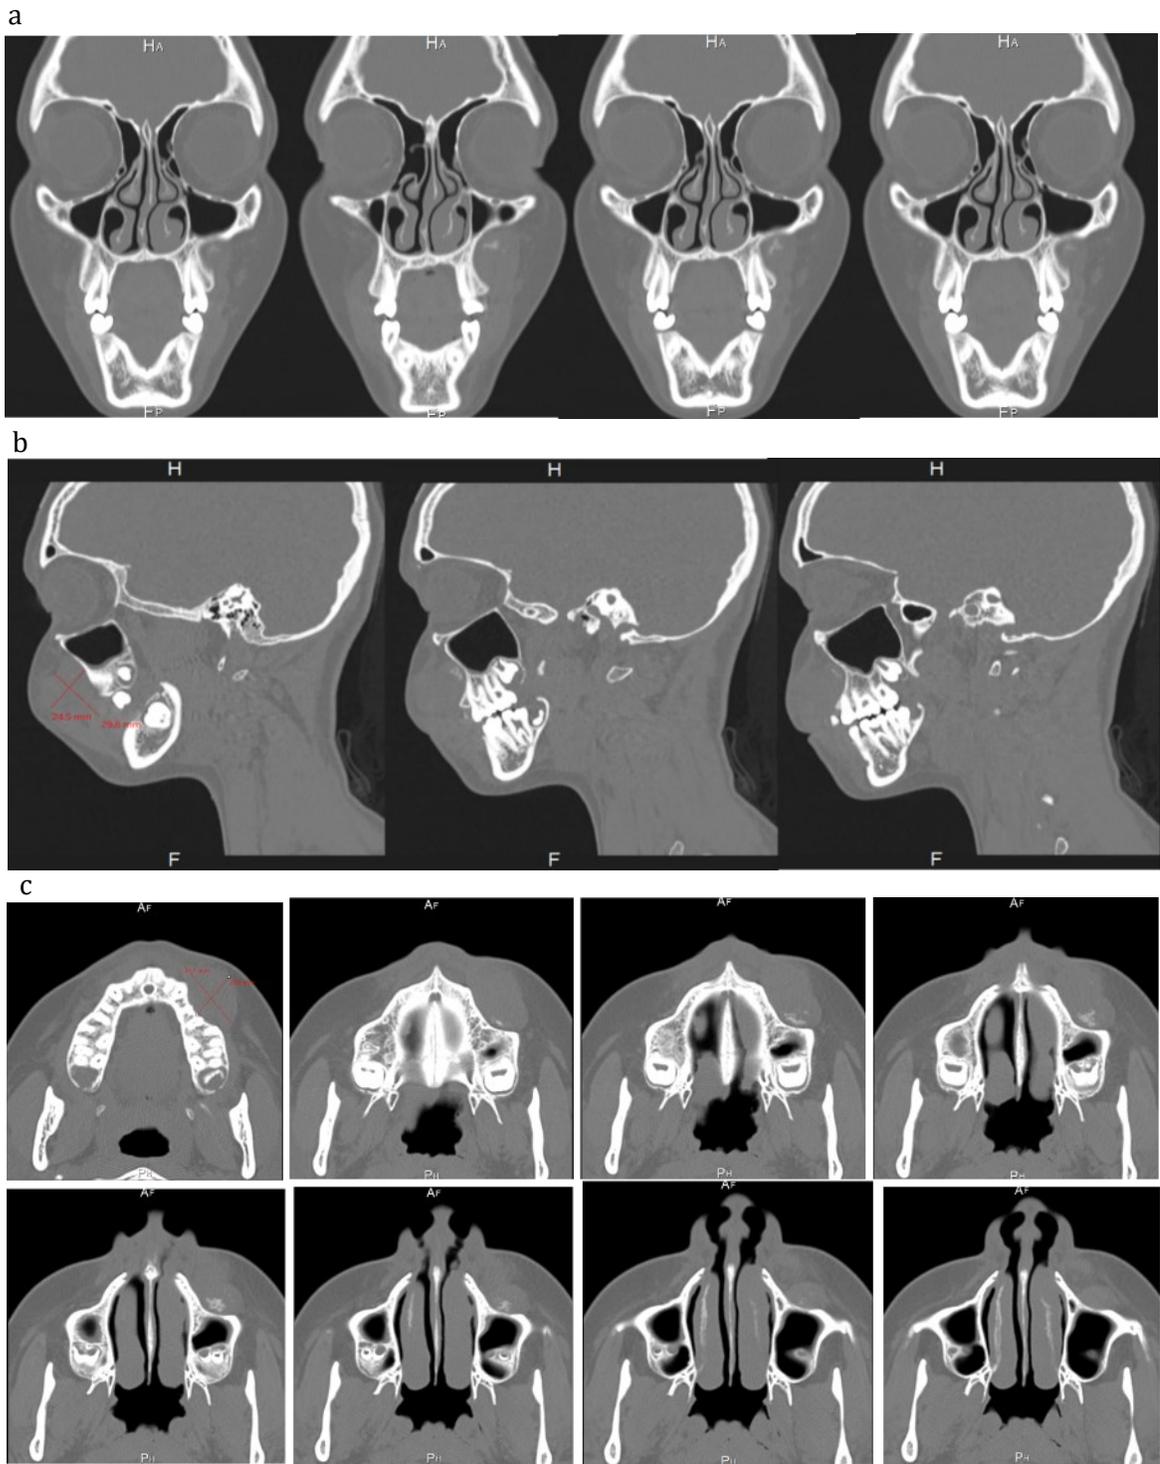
Tomografía computarizada. (a)corte coronal, (b)corte sagital, (c)corte axial.
